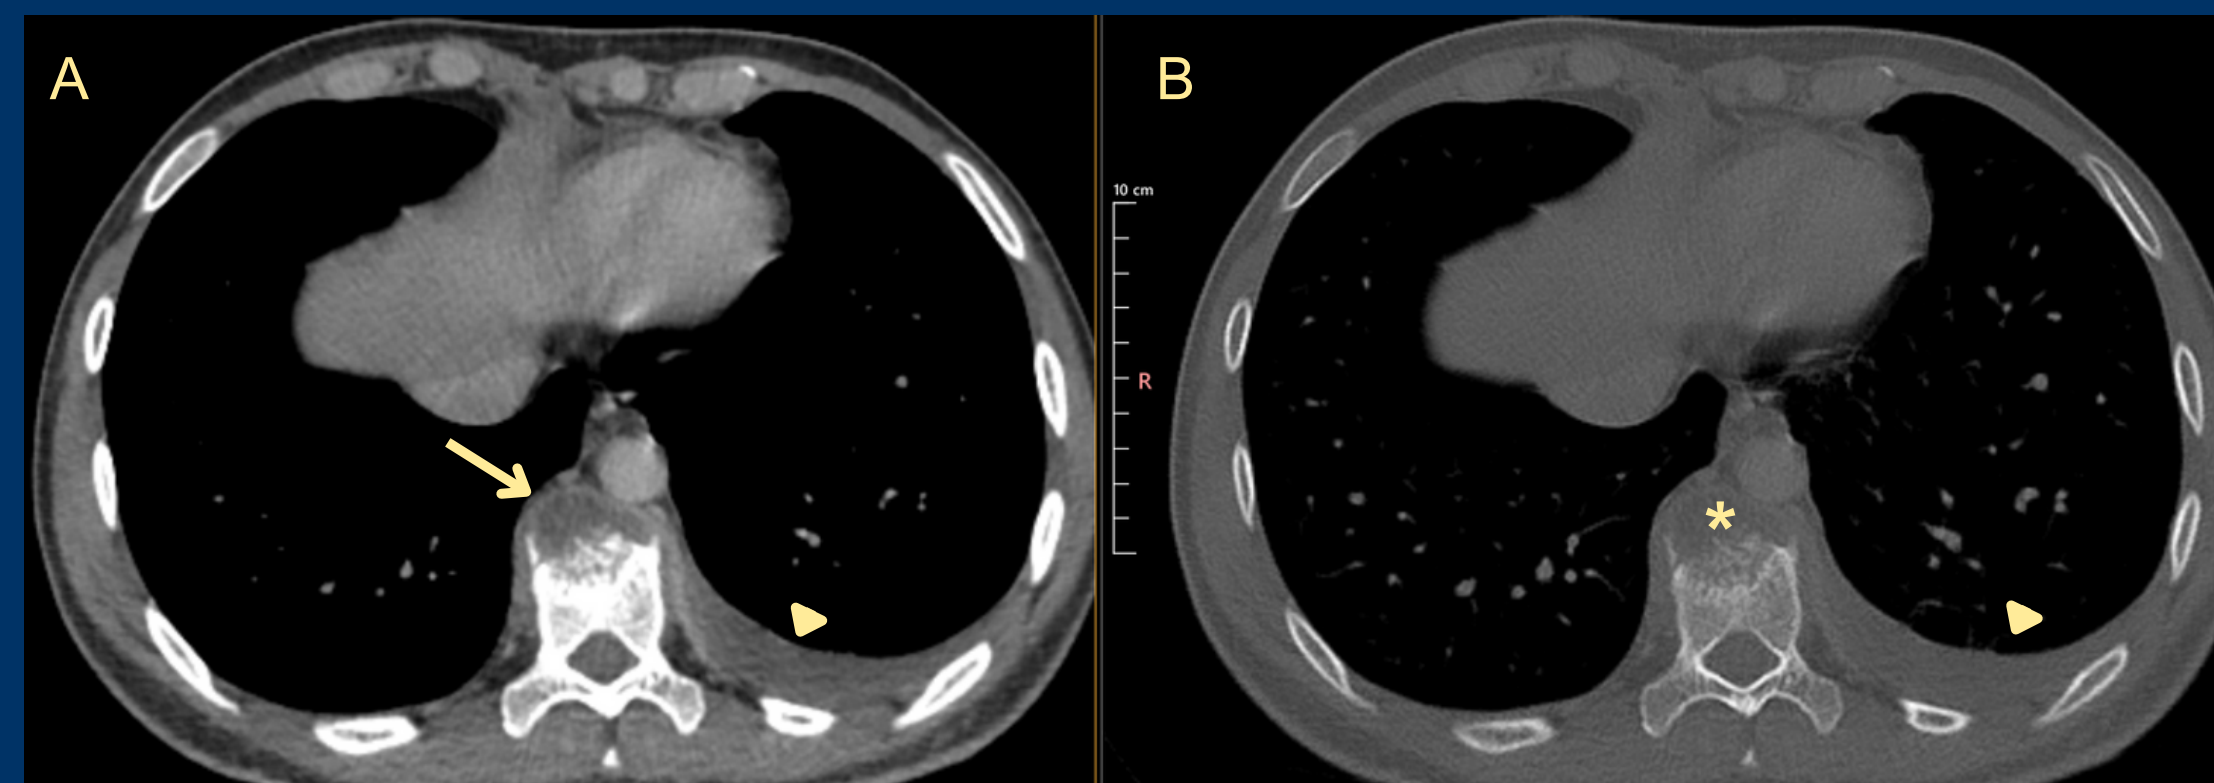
Corte axial de tomografía computada con contraste. Ventanas de partes blandas (A) y ósea (B). Lesión prevertebral a nivel de D10 (flecha) con erosión del cuerpo vertebral (*). Derrame pleural izquierdo (punta de flecha).
